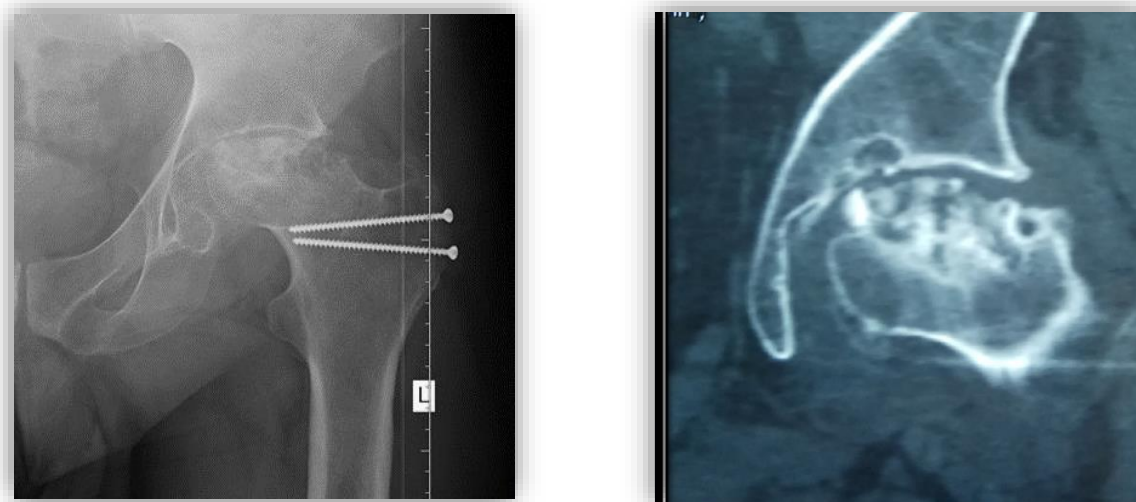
Рентгенография и компьютерная томограмма левого тазобедренного сустава.
